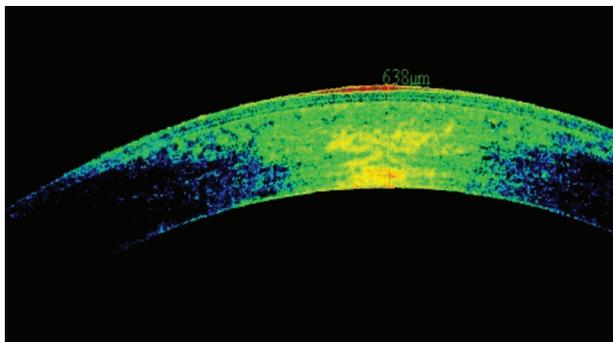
Томограмма роговицы больного синдромом Франк-Каменецкого, толщина роговицы 638 мкм.
